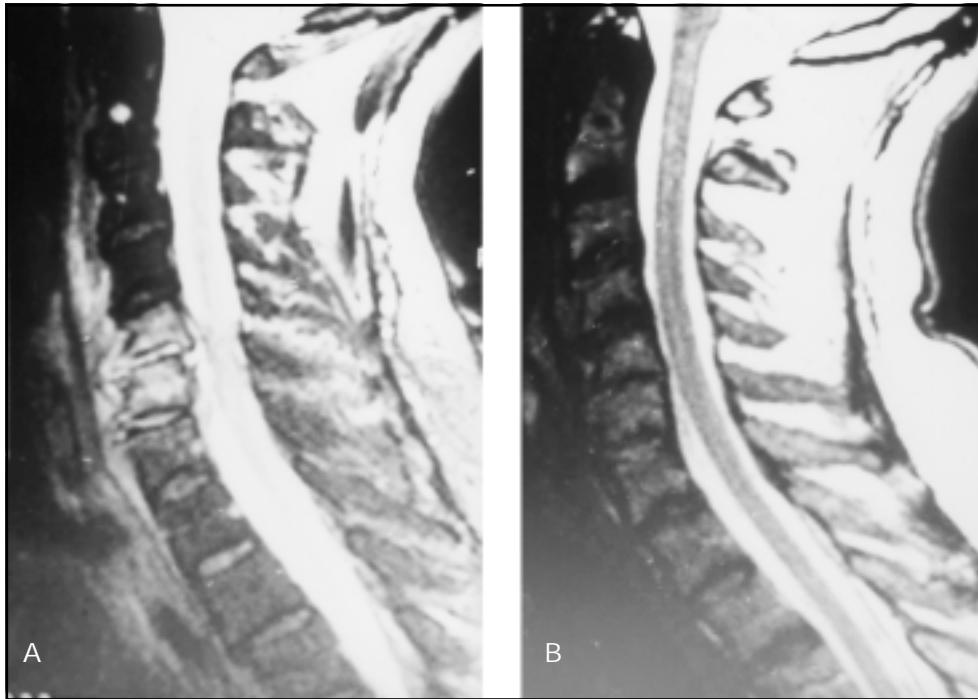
Ressonância magnética da coluna cervical T2-weighted com gadolínio demonstrando hiperintensidade e aumento da impregnação de C5-C6 (2A) e remissão do quadro inflamatório após três meses de tratamento (2B).
